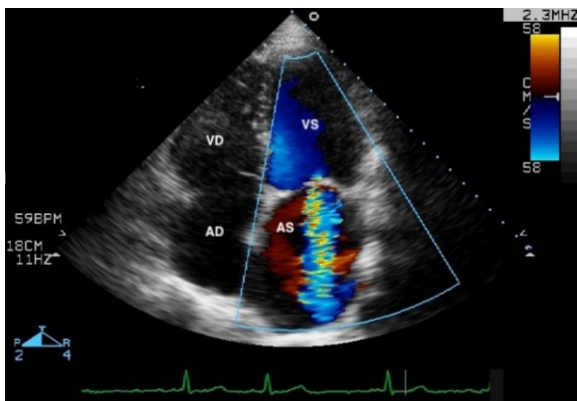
ETT, incidență apicală 4 camere, la un pacient RM, cu suprapunerea Doppler color: fluxul retrograd de RM în AS; AD – atriul drept, AS – atriul stâng, VS –ventricul stâng, VD – ventricul drept.
